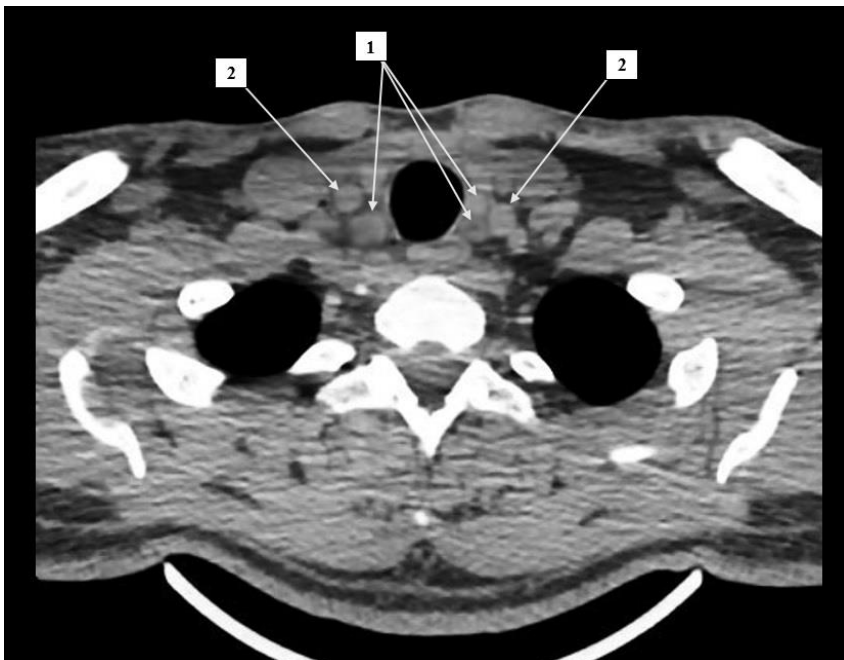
Компьютерная томограмма шеи, аксиальная проекция, с отображением лимфатических узлов VI уровня. 1 – висцеральные лимфатические узлы (VI уровень), 2 – общая сонная артерия.
